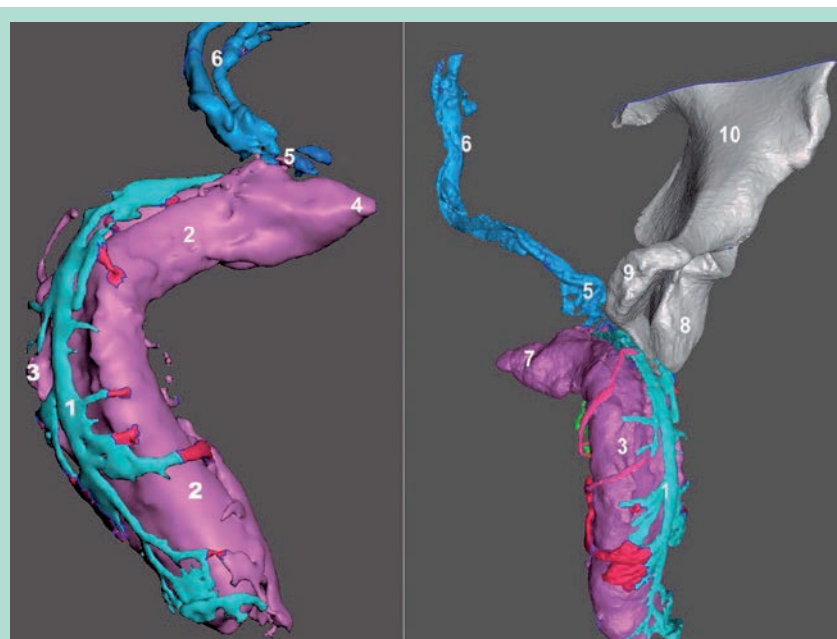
Modélisation 3D de fuite cavernouses profondes (veines vésicales droites). (Caverno-CT, modélisation 3D vectorielle segmentée et colorée).
